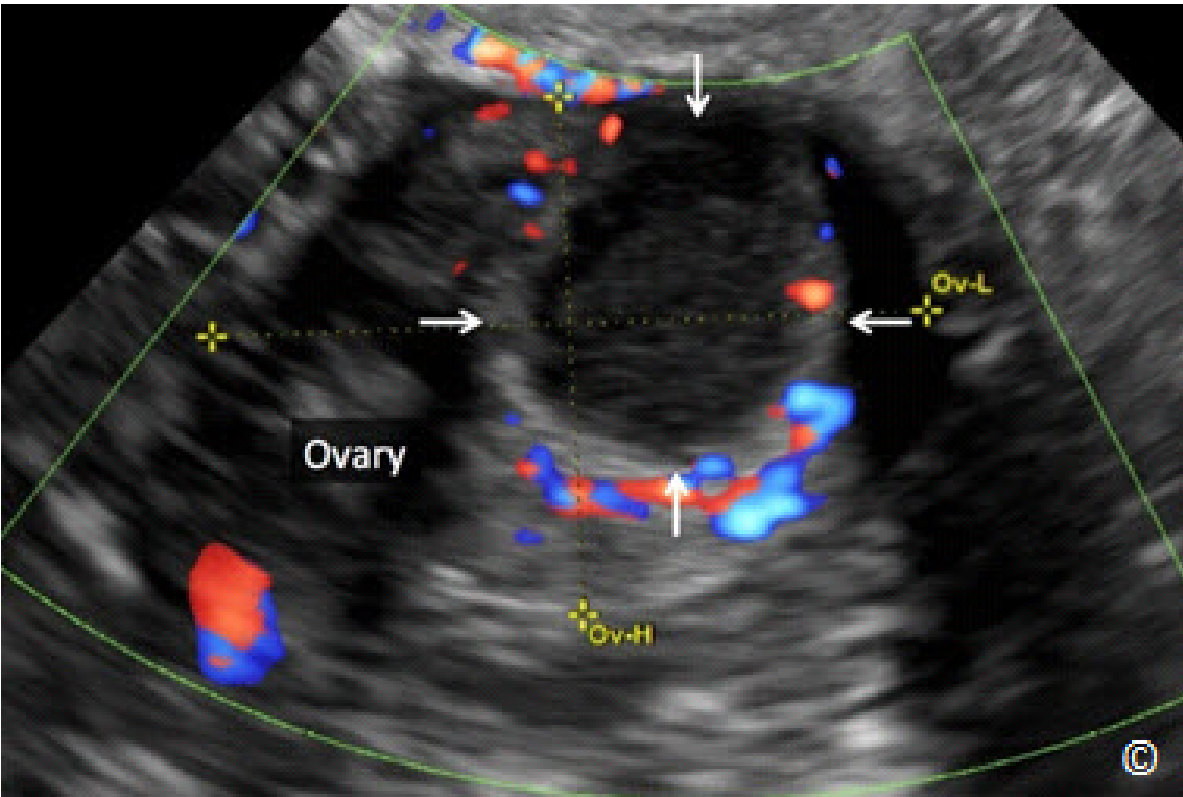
Ultrasonido transvaginal en escala de grises y Doppler en color de un cuerpo lúteo (flechas) dentro del ovario (con la etiqueta). Véase la Tabla 13.3 para las características que lo diferencian de un embarazo ectópico.
